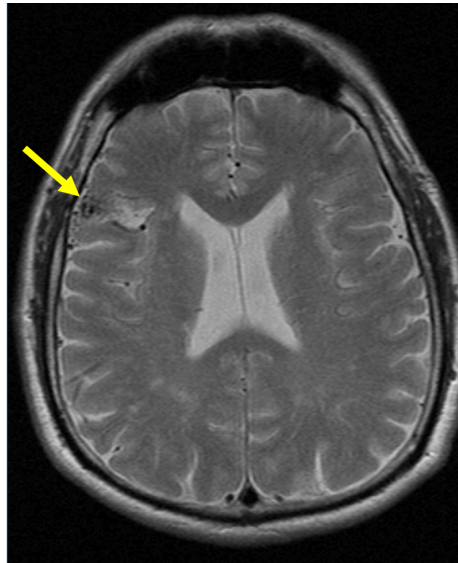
Axiale Schnitte einer kranialen MRT in der T2- Sequenz mit Darstellung einer gyral-subkortikal rechts frontal inferior gelegene AVM.
